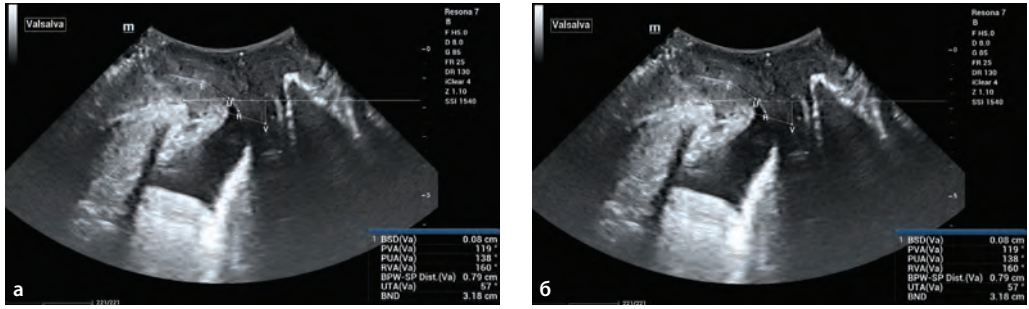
Пропалс стенок влагалища I степени и истончение сухожильного центра промежности в сочетании со стрессовым недержанием мочи. Эхограммы. ТПУЗИ. Режим 2D. В покое (а) и при проведении пробы Вальсальвы (б).
